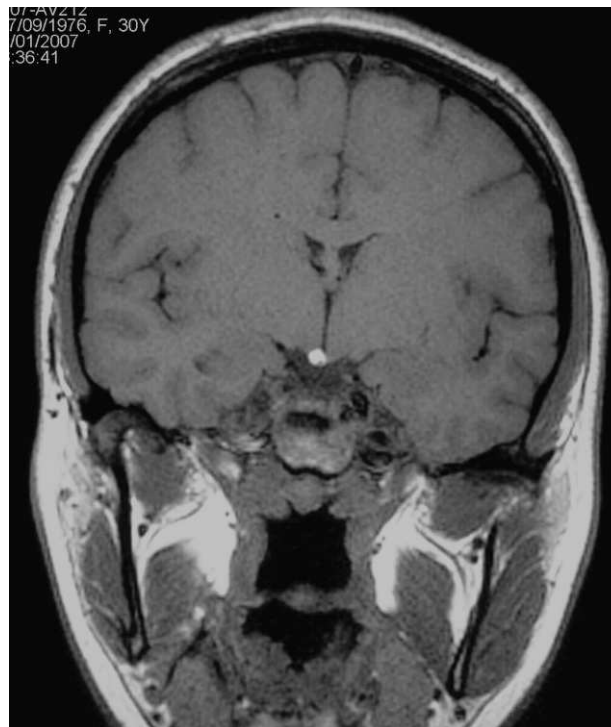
Resonancia magnética en T1, corte coronal de lipoma supraselar.
